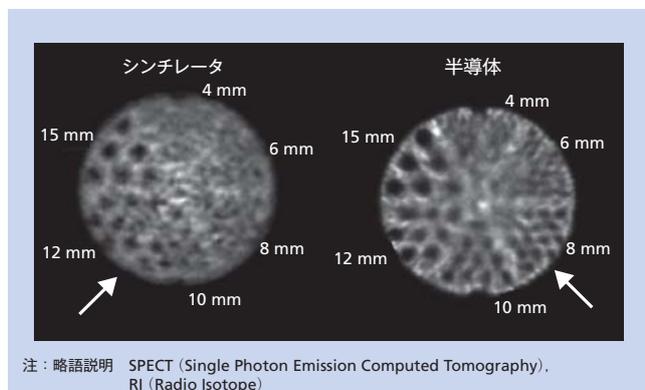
シンチレータを用いたSPECTと半導体SPECTとの画像の比較
